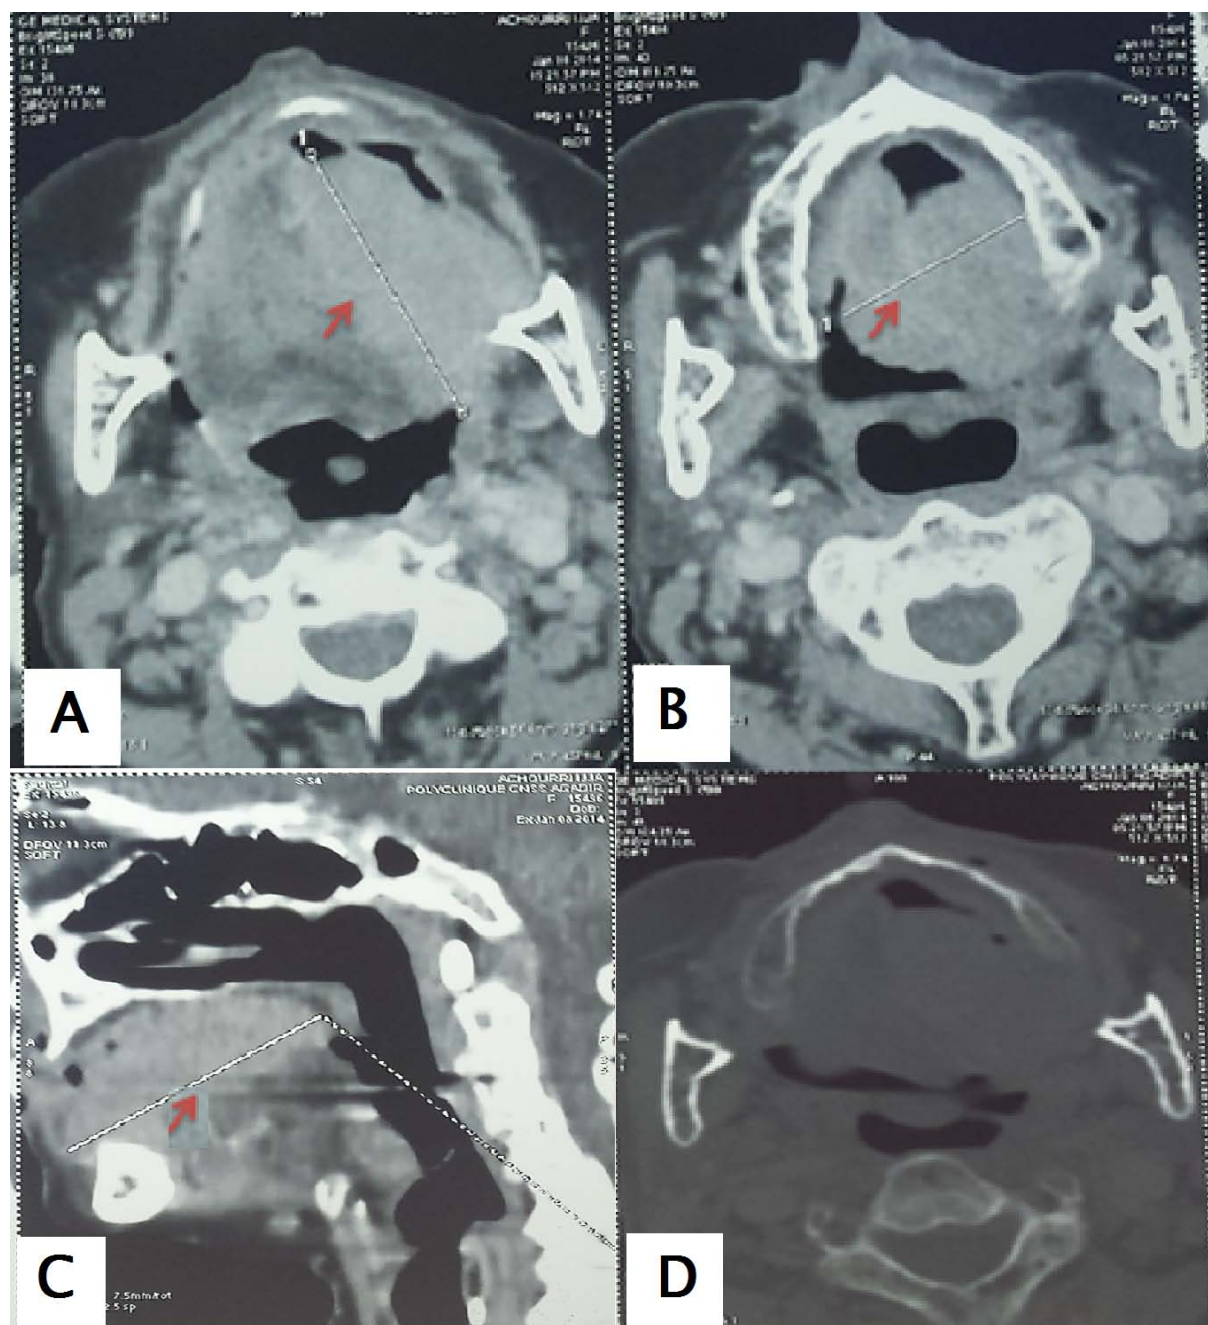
TDM cervico-faciale : masse tumoral au niveau de l'oropharynx intéressant la partie gauche de la langue de 40 mm de grand axe (A, B) et 60mm de diamètre antéropostérieur (C) , infiltrant les parties molles péri mandibulaires gauches (B), sans érosion osseuse de la branche mandibulaire (D).
